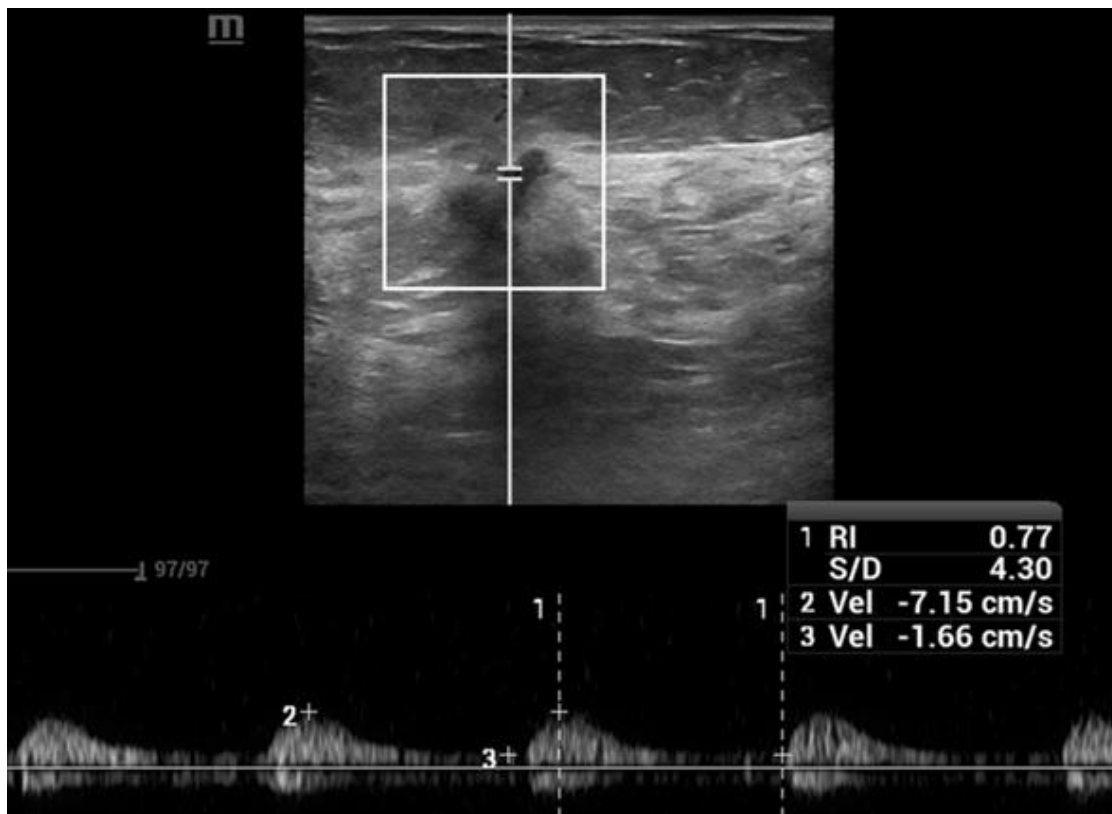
Lesión mamaria de alta sospecha (BI-RADS 5), en la cual se demuestra vaso central y se analiza por medio de Doppler espectral.
